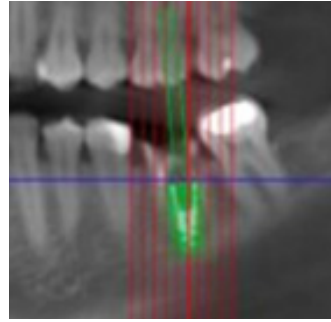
La planification est basée sur une analyse CBCT confirmant une table osseuse vestibulaire suffisante (>1 mm) et une hauteur d'os apicale adéquate
